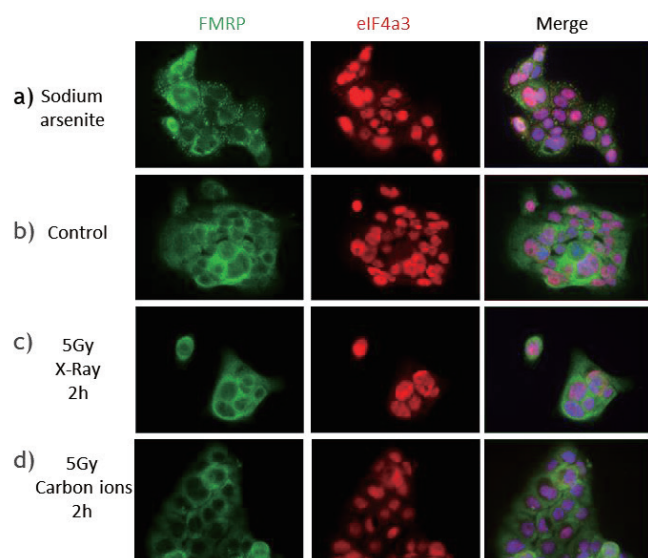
Stress granules assembly after X-Ray or carbon ion irradiation in radioresistant SQ20B cells. Stress granules formation was evaluated using FMRP
